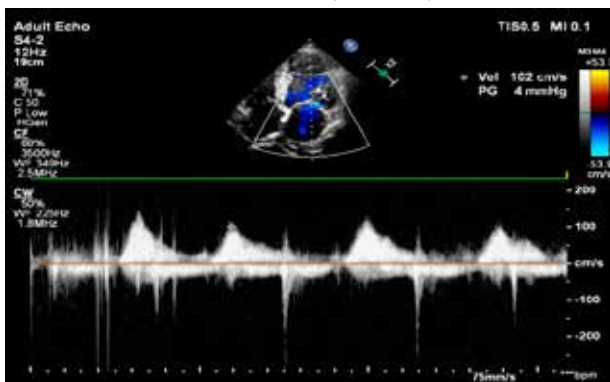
Se cuantifică cu ajutorul modulului Doppler color și continuu insuficiența mitrală grad II cu V max flux transmitral anterograd = 1 m/sec și V max flux mitral retrograd = 2,8 m/sec
